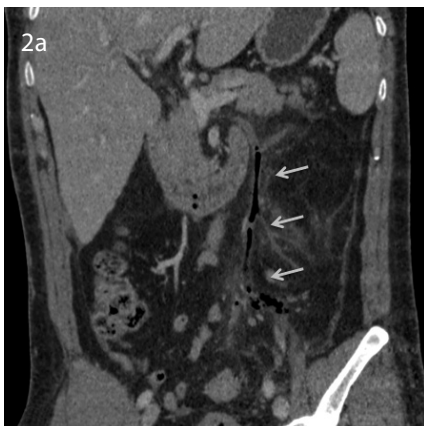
Pileflebitis de la vena mesentérica inferior (VMI); reconstrucciones coronal (a) y sagital (b) de TC en fase portal que demuestra una extensa trombosis de la VMI, asociado a gas intraluminal y aumento de la densidad del tejido adiposo adyacente.
